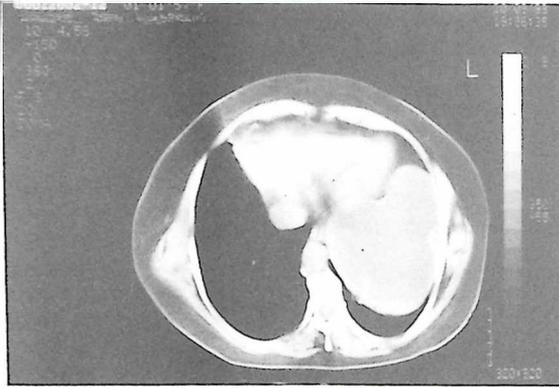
Tomografía axial computerizada en la que se visualiza la estructura quística que ocupa el lóbulo inferior del pulmón izquierdo casi en su totalidad y que se adapta a la morfología de las estructuras cardíacas. Sus bordes son definidos, lisos en su parte externa y de grosor variable a expensas del borde interno. El contenido del quiste es homogéneo y en la pared lateral izquierda se observa la presencia de la pequeña estructura quística adherida al borde interno de la pared del quiste.
